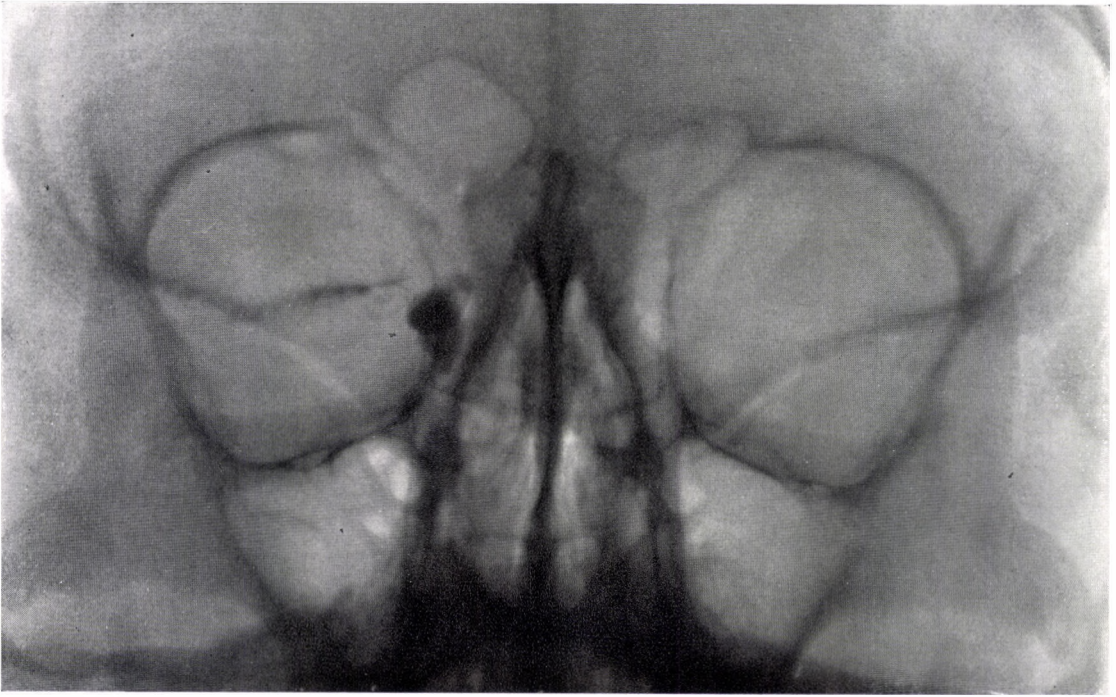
p.a.-Röntgenbild von dem in Abb. 21 und 22 dargestellten Patienten
